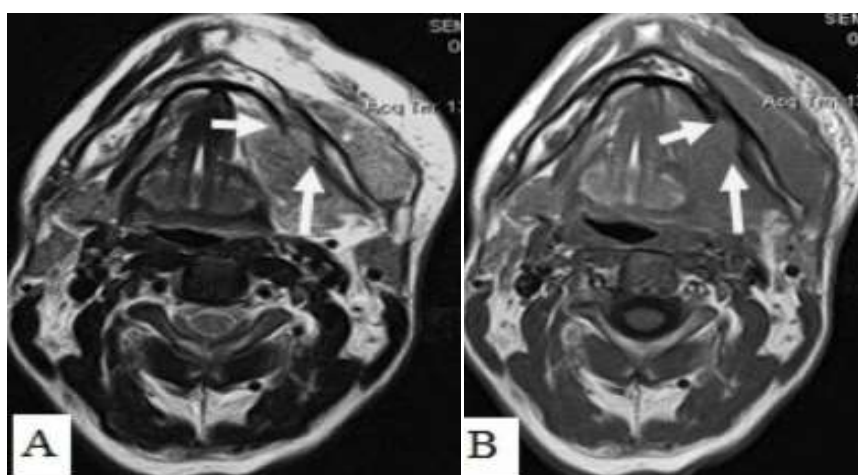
Пациент С., 52 г. МРТ полости рта в аксиальной проекции в режиме T2-ВИ (А) и T1-ВИ (В). Рак дна полости рта с распространением на нижнюю челюсть, инфильтрацией мягких тканей щечной, подбородочной области слева. Выявляется деструкция кортикального слоя нижней челюсти слева, поражение костного мозга (стрелки).
